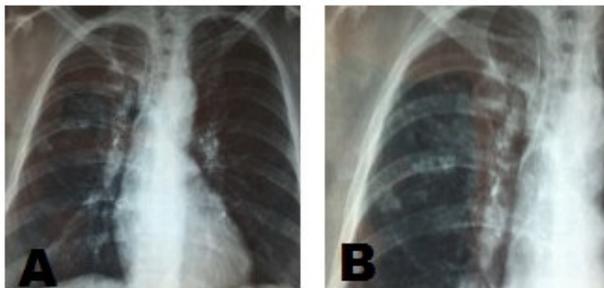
Radiografías de tórax antero-posterior.
